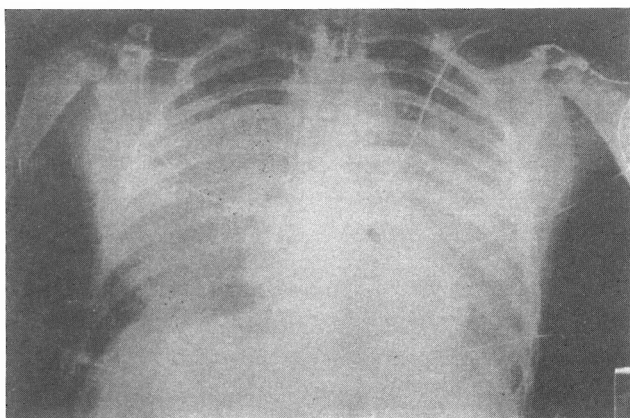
Teleradiografia anteroposterior do tórax às 4:00 de 24/6/99 – Infiltrado algodonoso bilateral.
